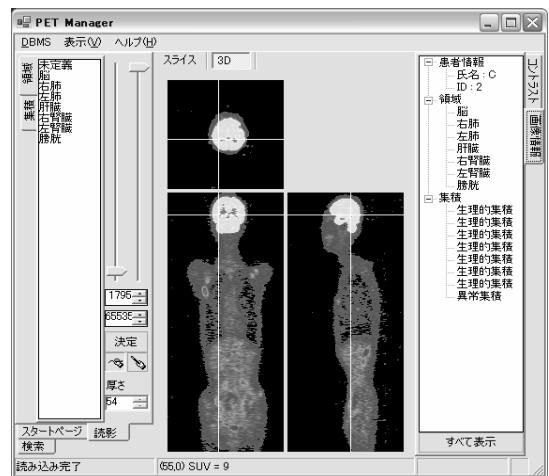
PET Manager による読影インターフェース
